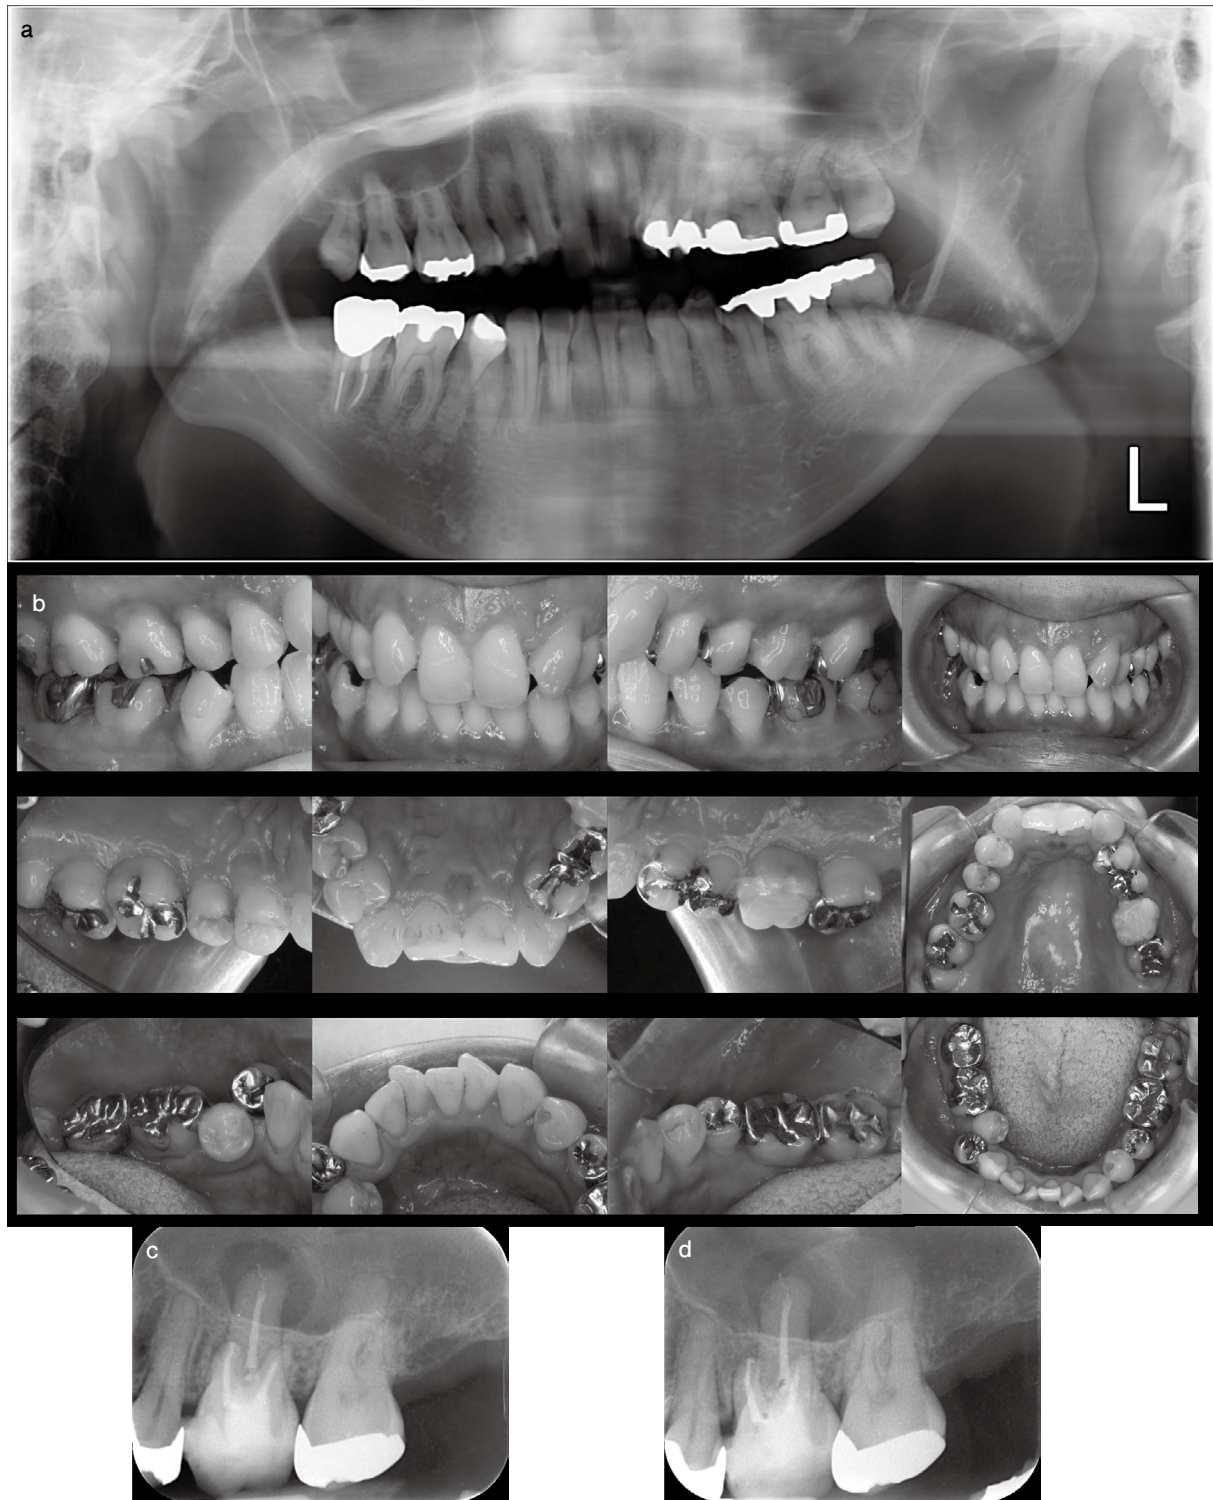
Preoperative intraoral photographs and radiographs
